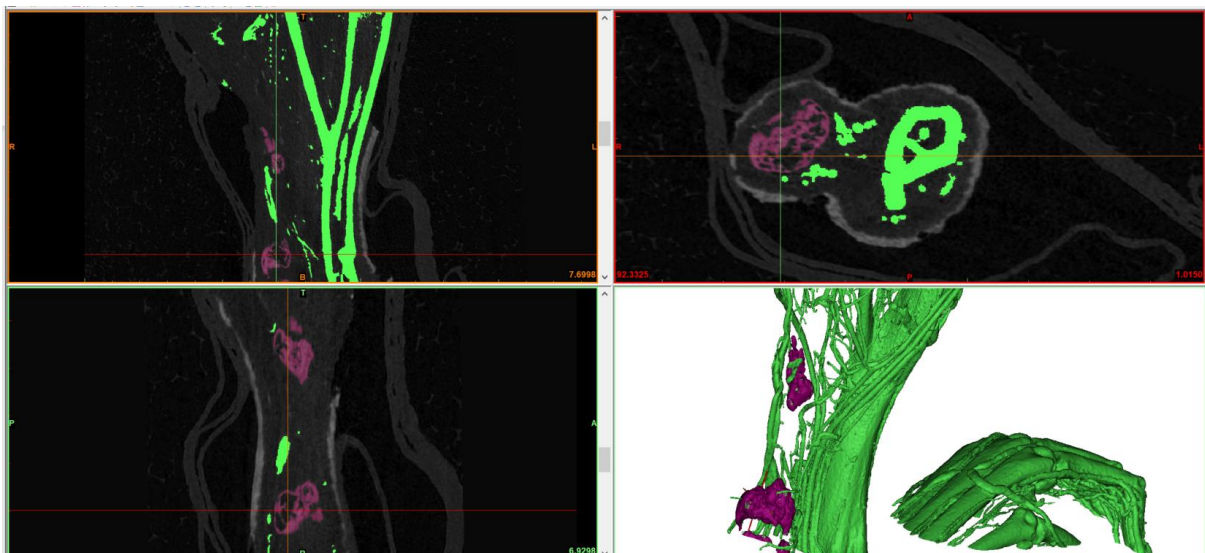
CT-Aufnahme Unterschenkel einer Maus. lila: heterotope Ossifikation grün: Knochen und Gefäße
